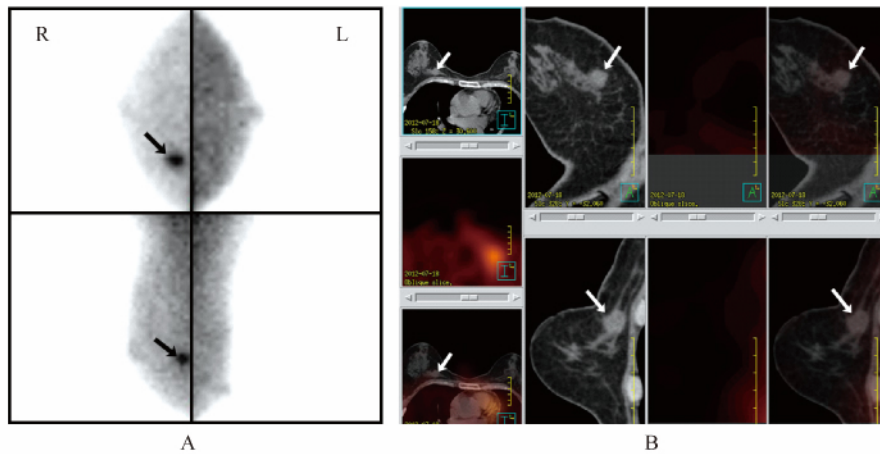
乳腺癌不伴腋窝淋巴结转移的 BSGI 和 SPECT/CT 图像
